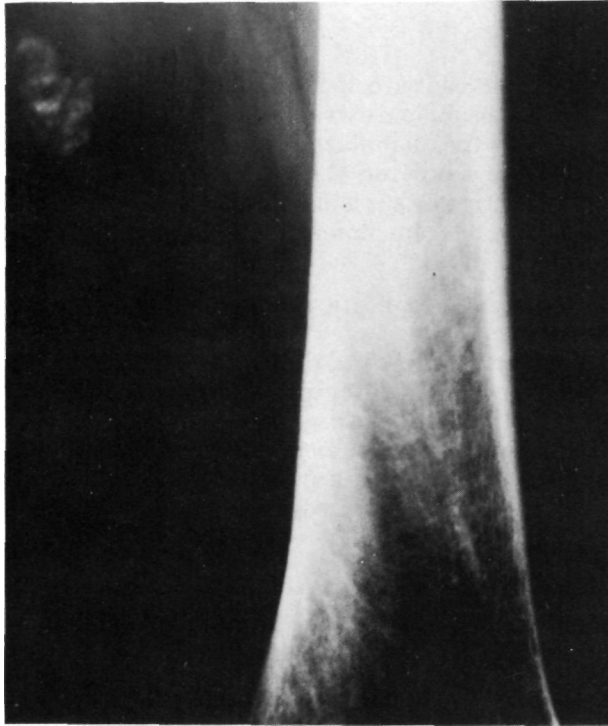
Caso número 1. Radiografía simple con formación calcificada en cara interna de muslo.
